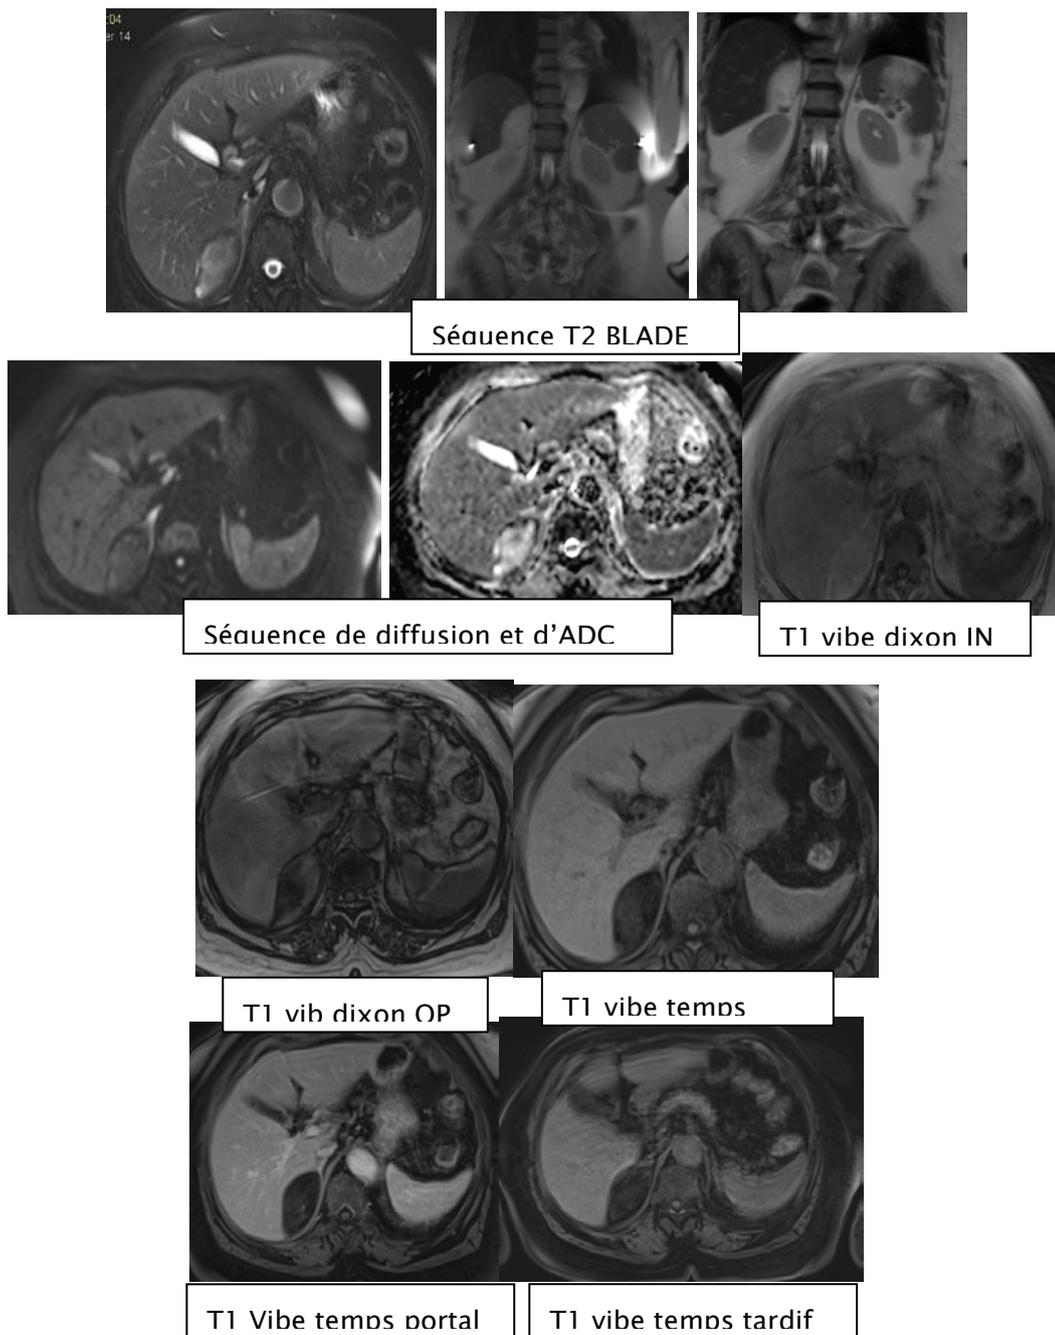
Un adénome sur une IRM
